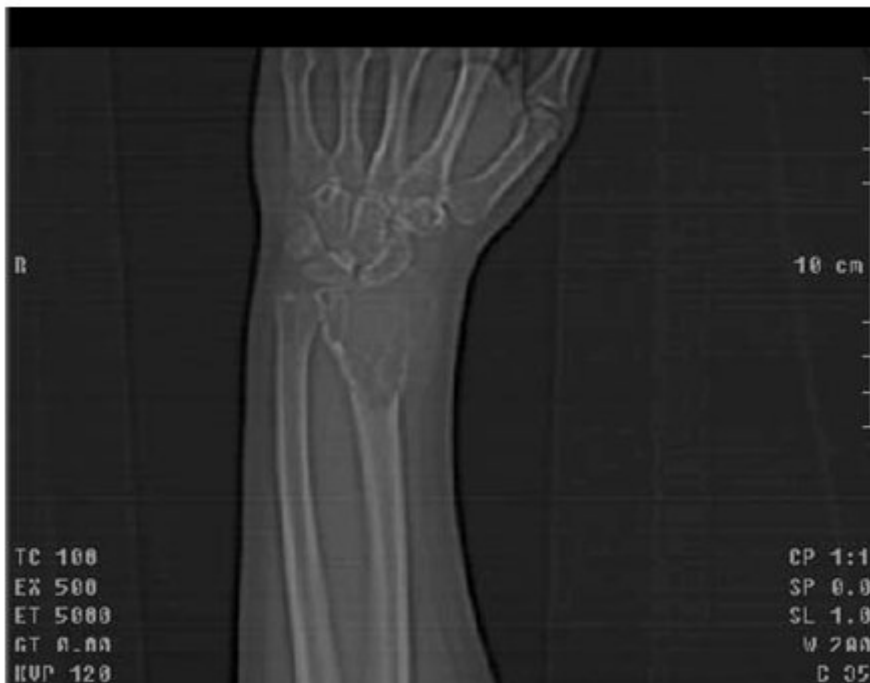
Tomografía axial computarizada de la muñeca.
